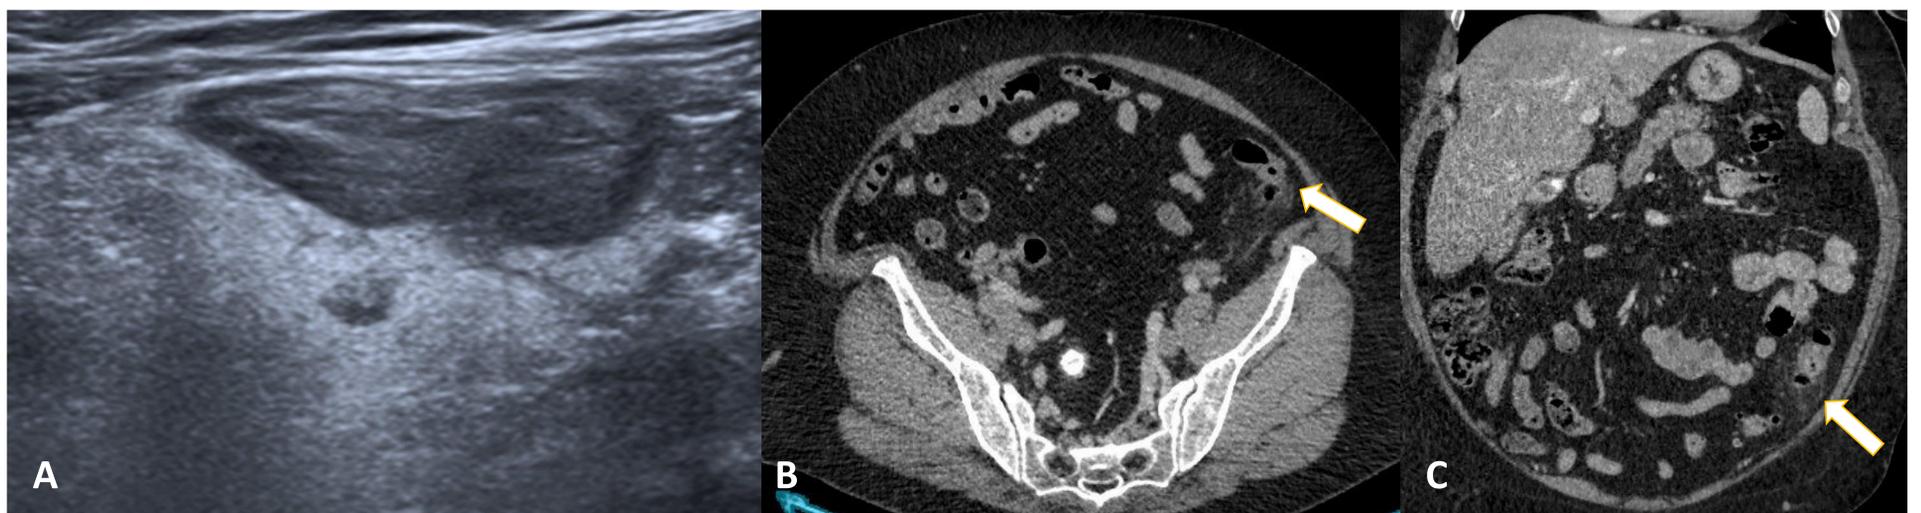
A (ecografía) Engrosamiento parietal concéntrico de un segmento de colon descendente, presenta imagen diverticular con aumento de ecogenicidad de la grasa circundante. B y C: (TC)
